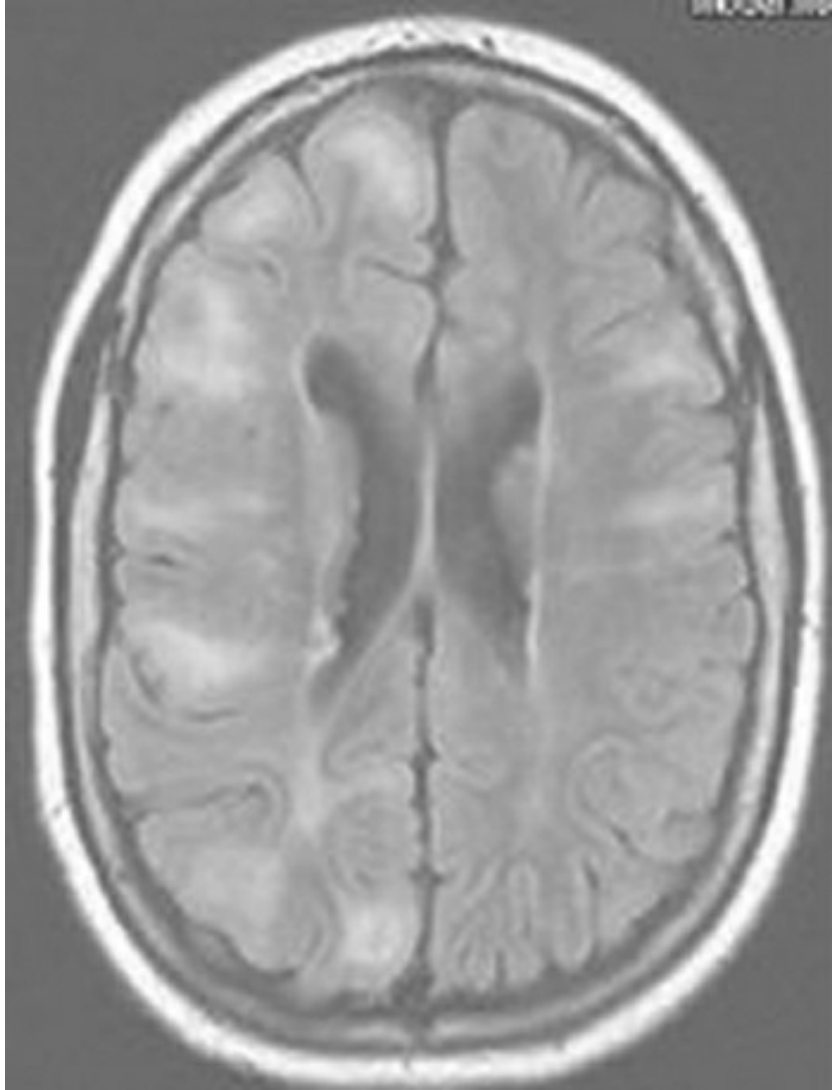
Corte axial de resonancia magnética nuclear en secuencia FLAIR (cortesía del Dr. Ajay Gupta).
